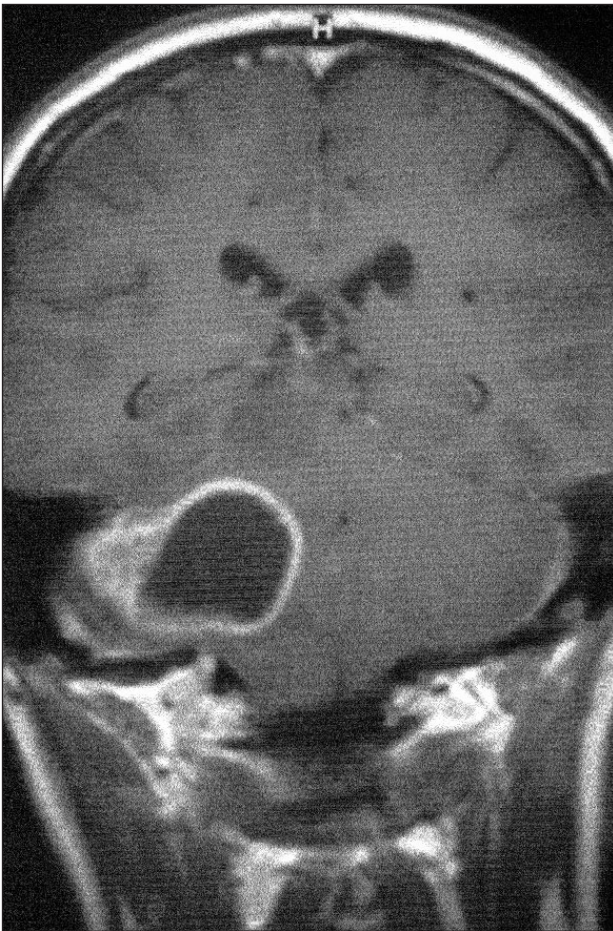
RM cerebral en corte coronal que muestra el componente sólido y quístico del tumor.
